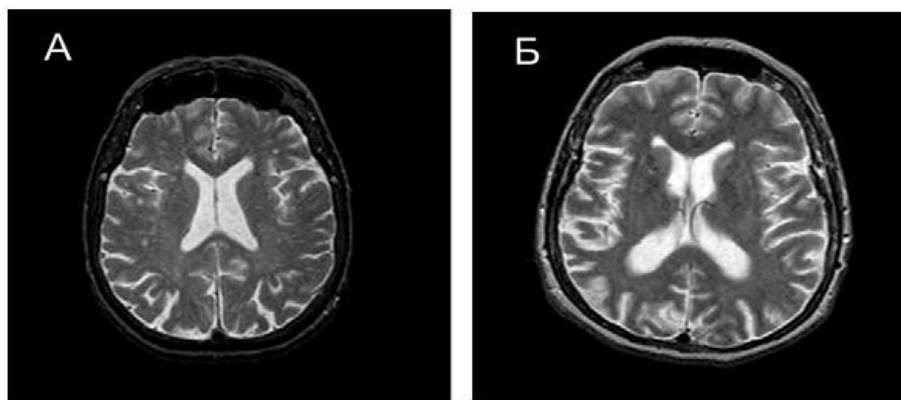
Приклади МРТ-зображень: а) здорової людини, б) хворого хворобою Альцгеймера
